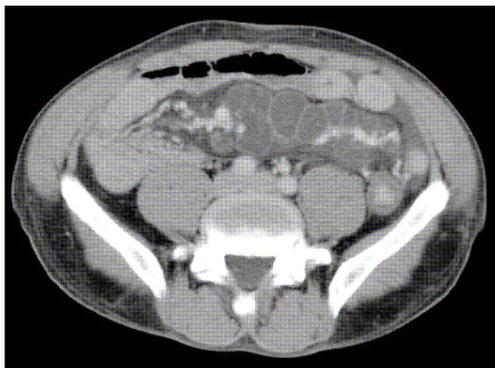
TAC en corte axial mostrando formación multiquística
